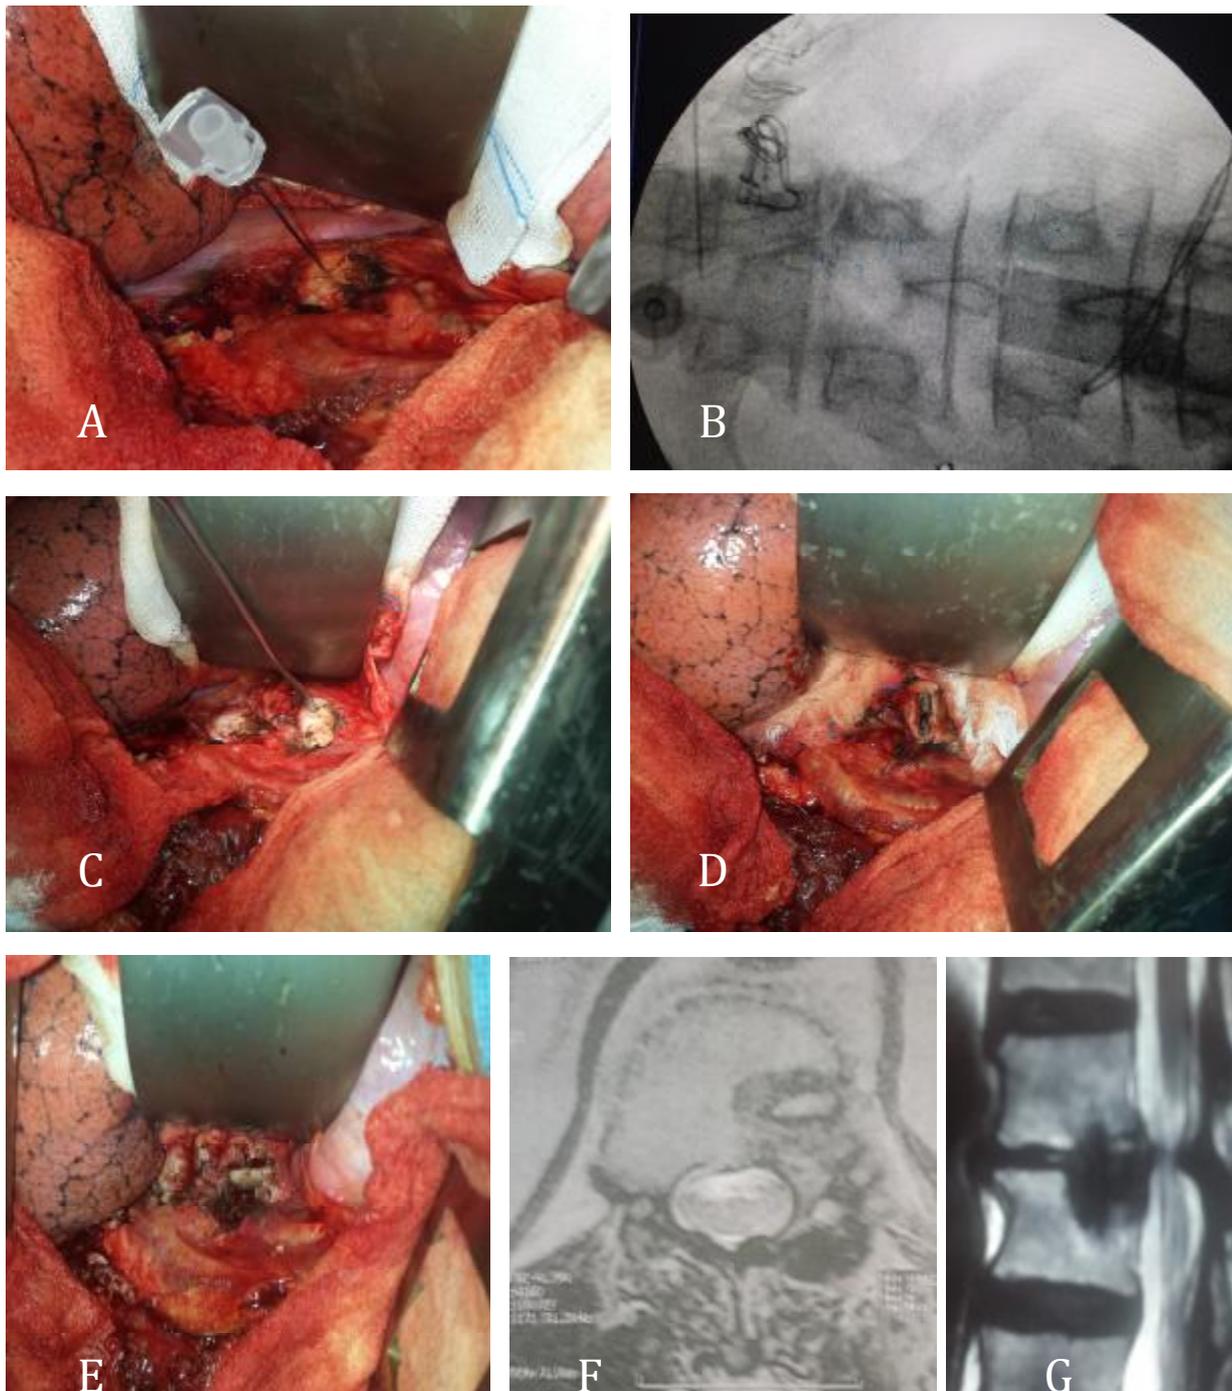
(A) images photographiques du repérage per-opératoire avec une aiguille. (B) repérage sous amplificateur de brillant montrant le niveau T11-T12 en dessous de l'aiguille. (C) décalage d'un niveau intersomatique en dessous. (D) discectomie complète. (E) arthrodeèse. IRM du rachis de contrôle postopératoire coupe axiale (F) et coupe sagittale (G) montrant une décompression satisfaisante avec un canal de calibre quasinormal.
